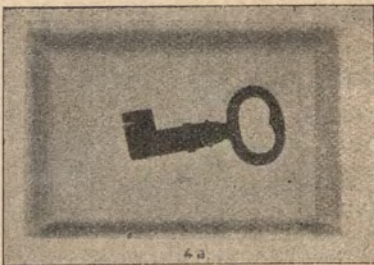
Kluczyk, położony na pudełku papierowym w odległości 2 ctm. od kliszy [promienie ROENTGEN'a].
